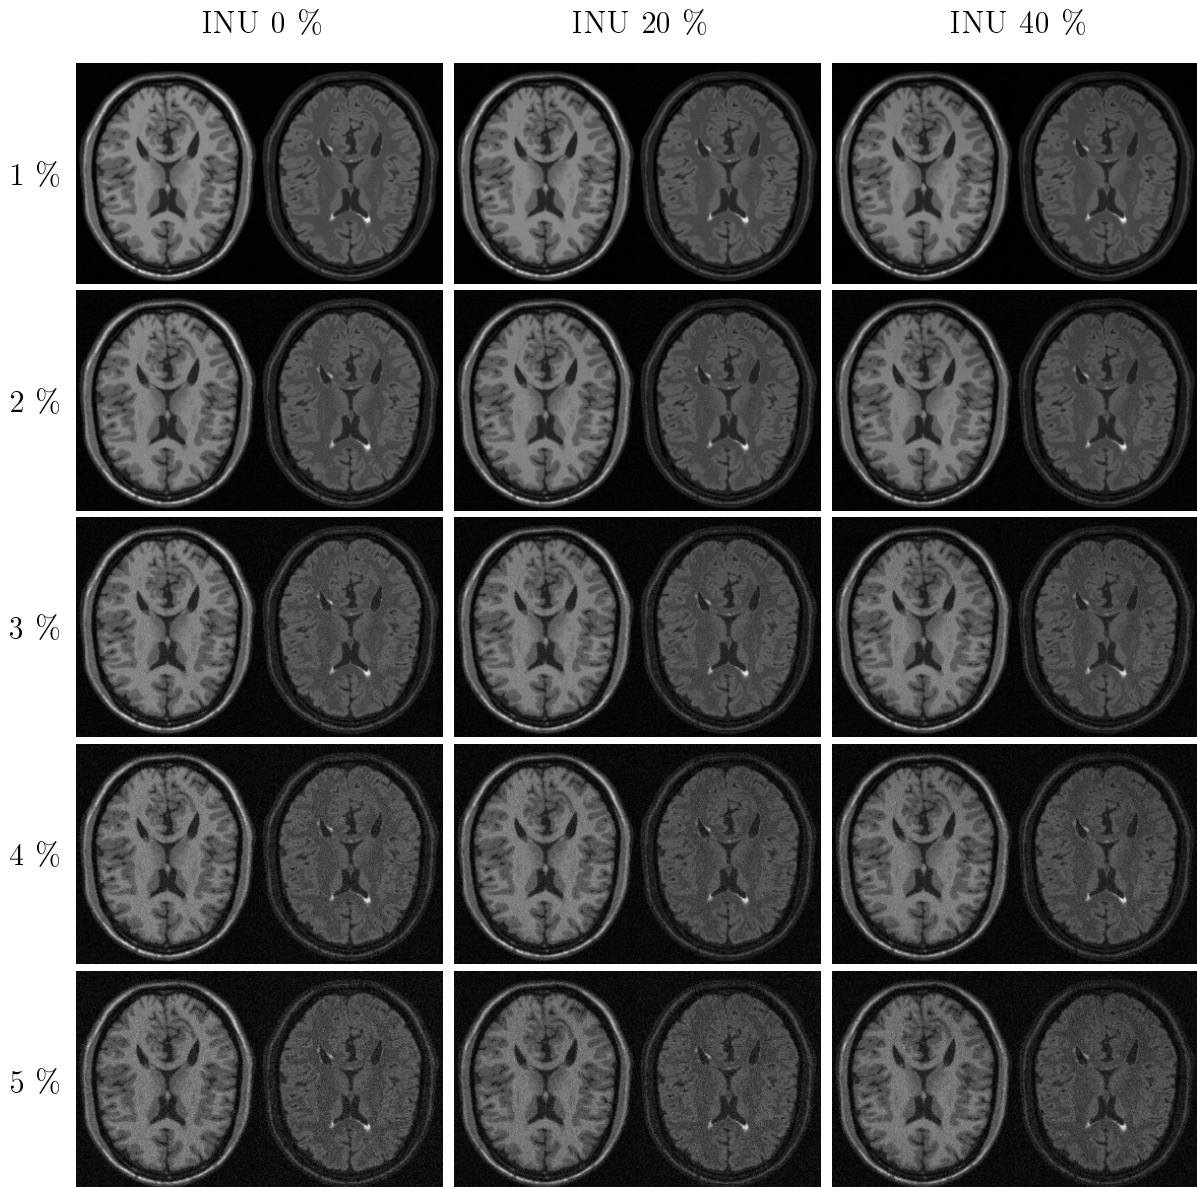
Schicht 85 der 15 T_1 - und FLAIR-gewichteten BrainWeb-Bilder.
